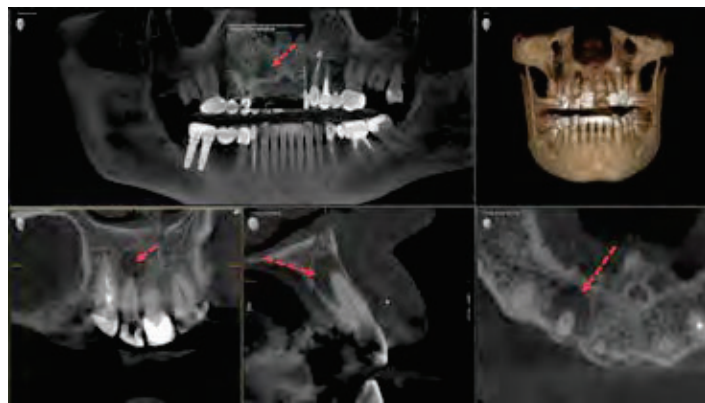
Evaluarea unei leziuni periapicale la nivelul dintelui 1.2 pe o examinare CBCT (Orthophos SL).
